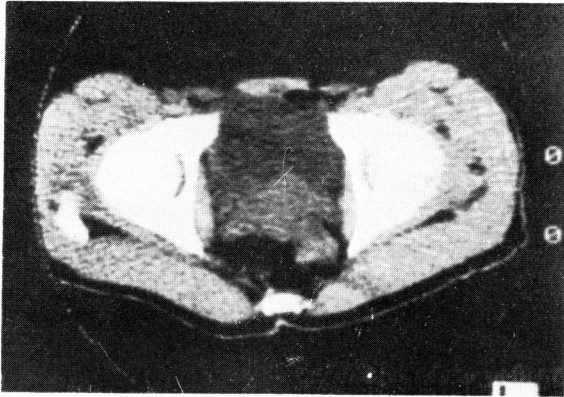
CT scan showing the mass pressing the posterior bladder wall from left-posterior direction
